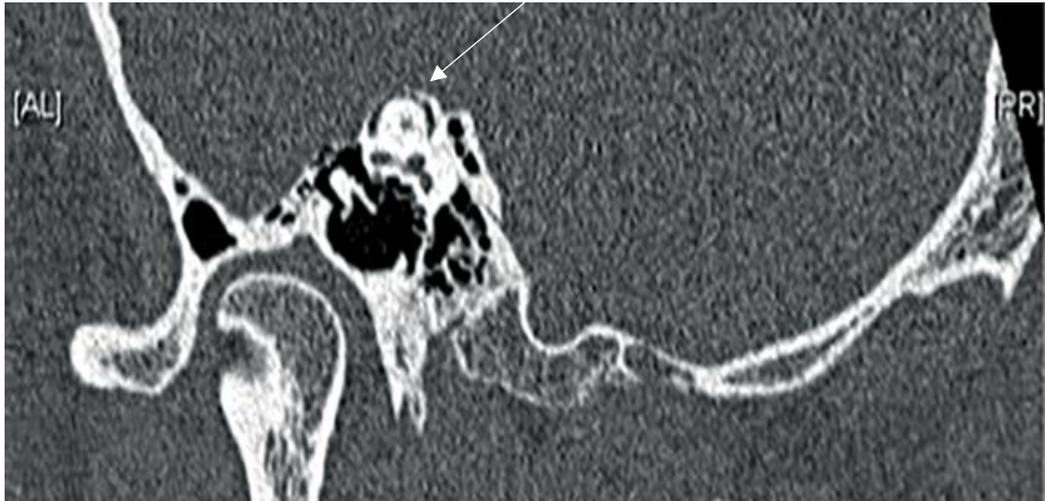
Visualización de una dehiscencia de canal superior en una tomografía axial computada de alta resolución (flecha).
